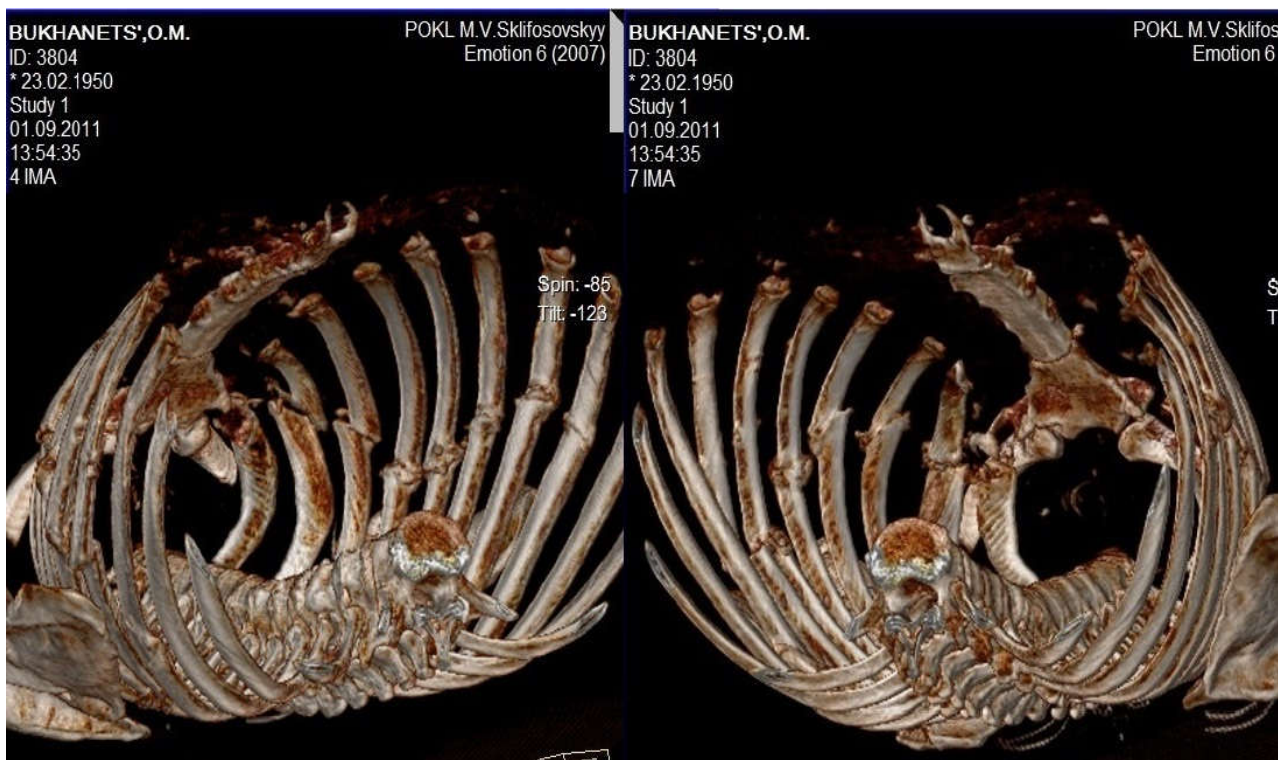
Комп'ютерна томографія (3-D реконструкція) пацієнта Б. після демонтажу АЗФ – консолідовані переломи 2-8 ребер зліва та 2-7 ребер справа.
